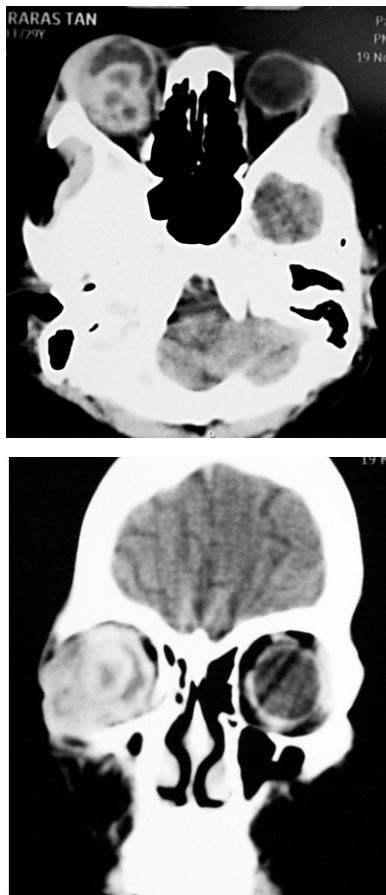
Intraocular and intraorbital abscesses: CT scan of large orbital abscess with intraocular involvement in HIV-infected patient
